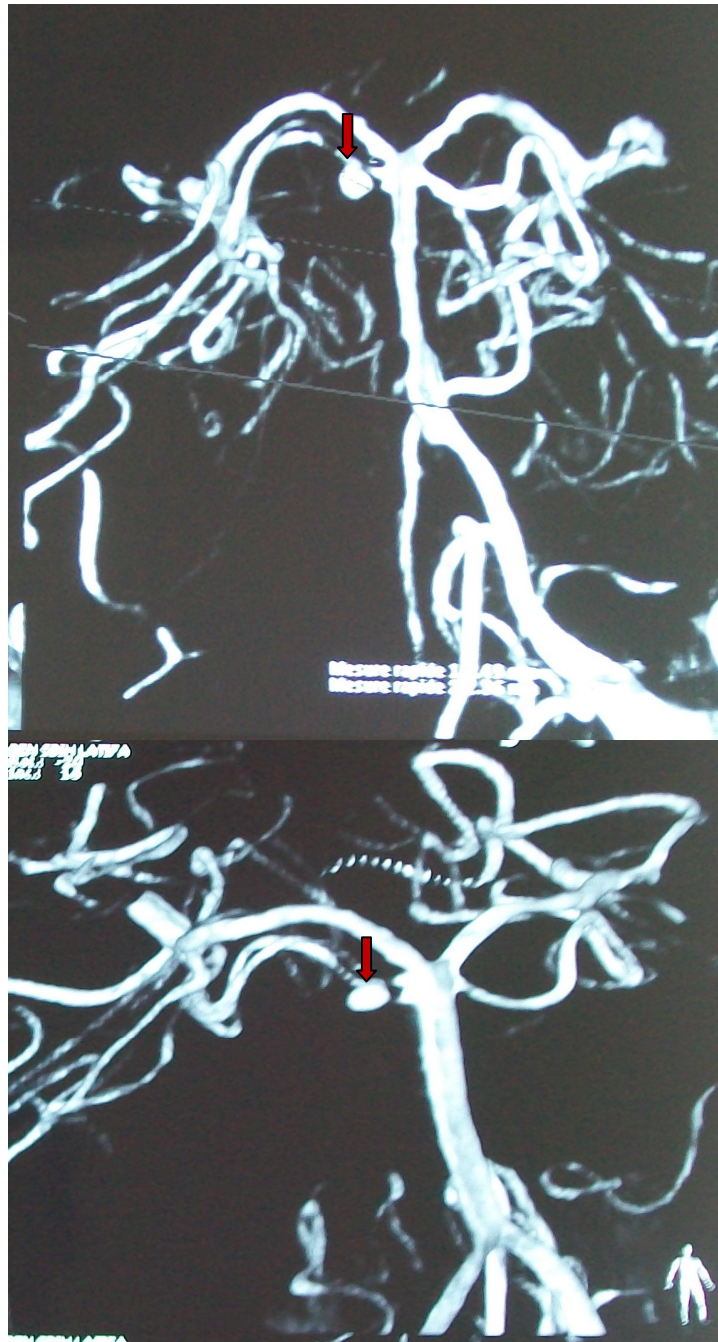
Angio-TDM montrant un anévrysme sacculaire à collet large de la cérébelleuse supérieure droite.
